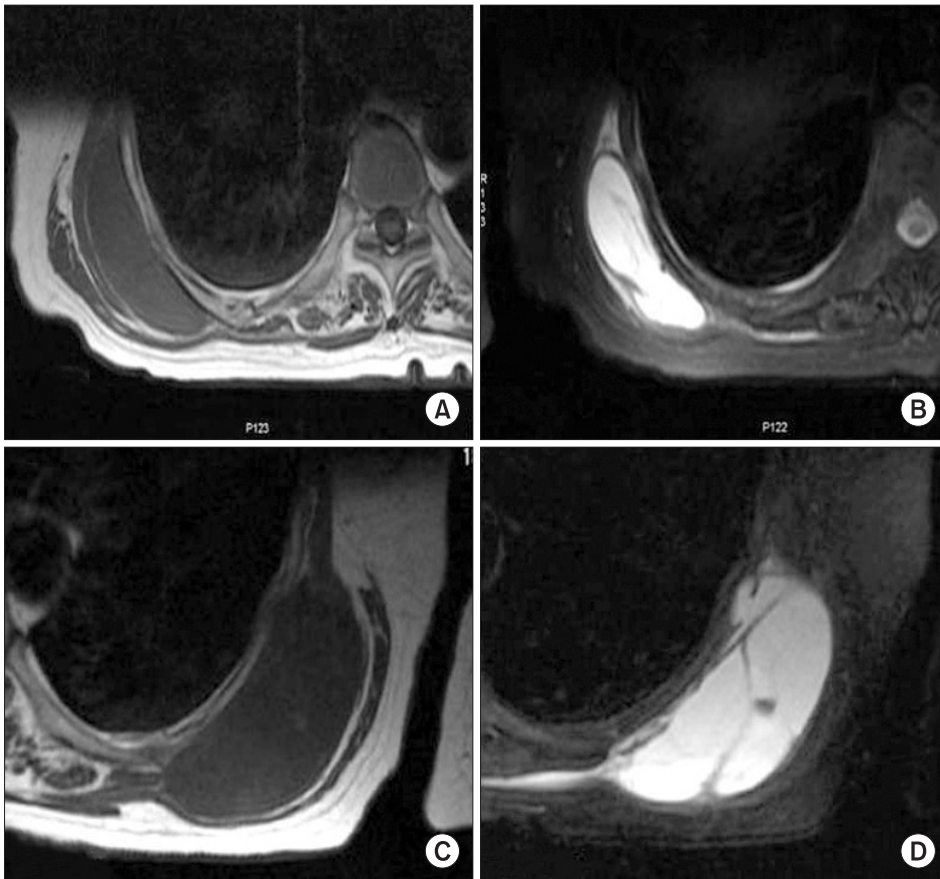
MR images demonstrate the well-circumscribed cystic masses located between the serratus anterior and the chest wall. The right-side cystic mass, which measures approximately 10 cm x 5.5 cm x 4 cm, demonstrates homogeneous low signal intensity on T1-weighted images (A), and homogeneous high signal intensity on T2-weighted images (B). The left-side cystic mass, which measures 10 cm x 4 cm x 3.2 cm, demonstrates homogeneous low signal intensity on T1-weighted images (C), and homogeneous high signal intensity on T2-weighted images (D).
